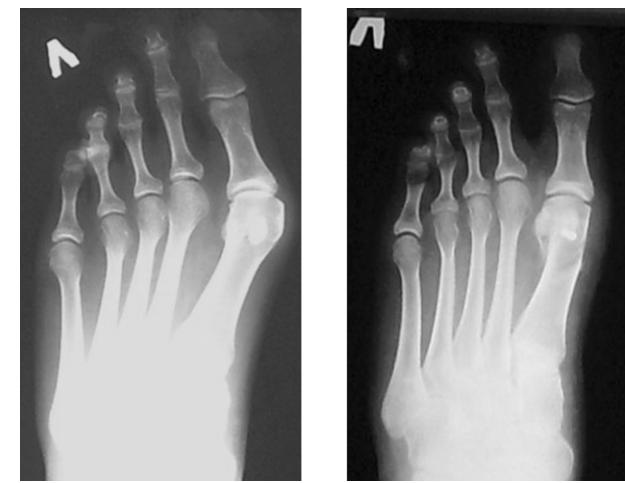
Рентгенограммы левой стопы пациентки Е., 19 лет: а – до операции; б – через 2 года.
